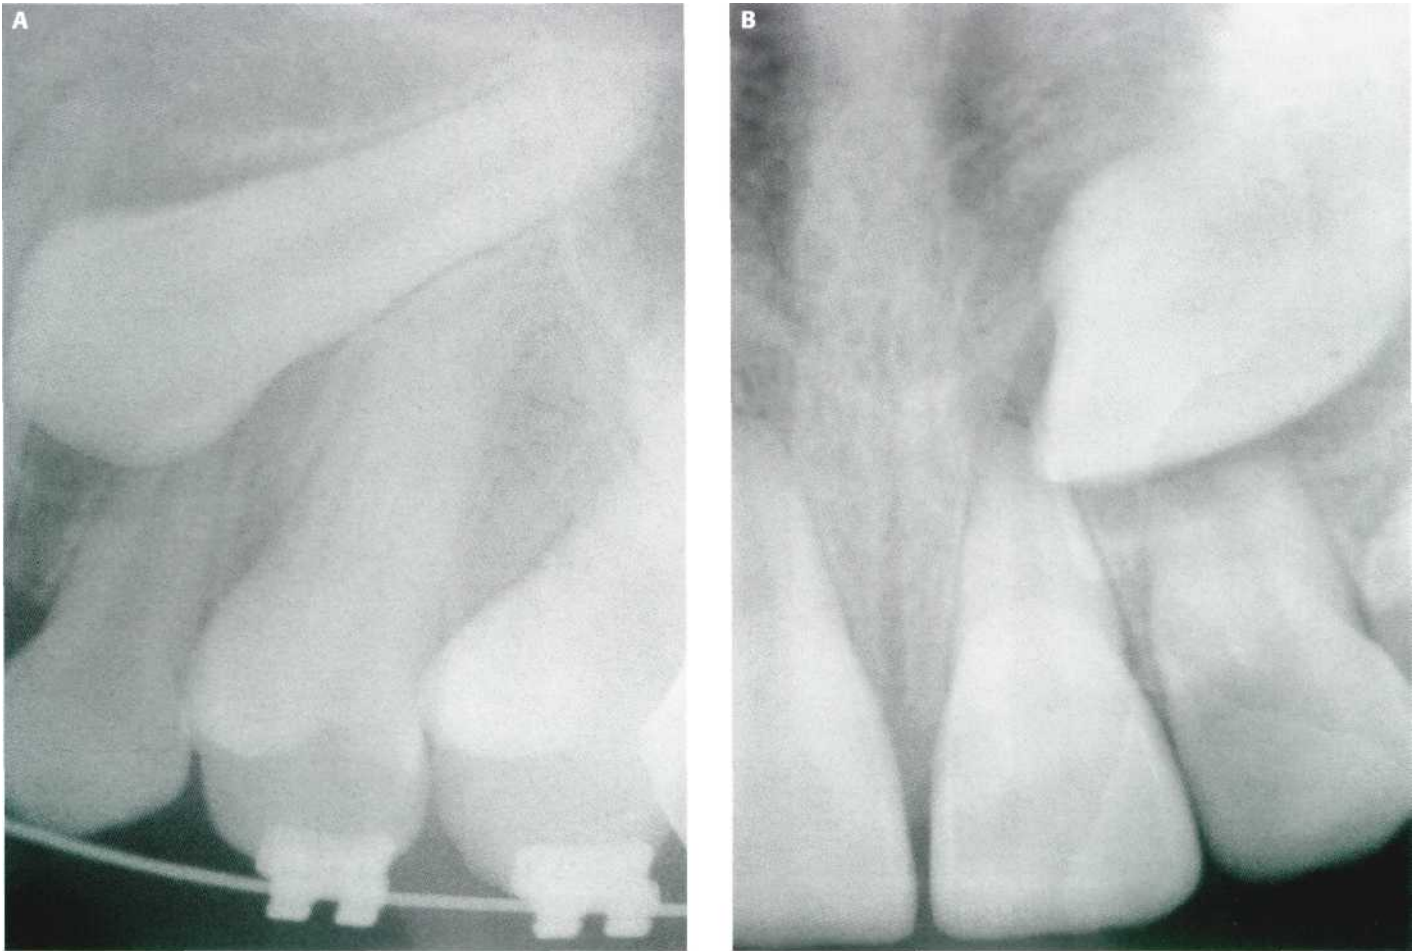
Radiografías periapicales que nos aportan muchos datos de interés. (A) 2.3 incluido. (B) 2.3 incluido con un quiste folicular y rizolisis del 2.2.
